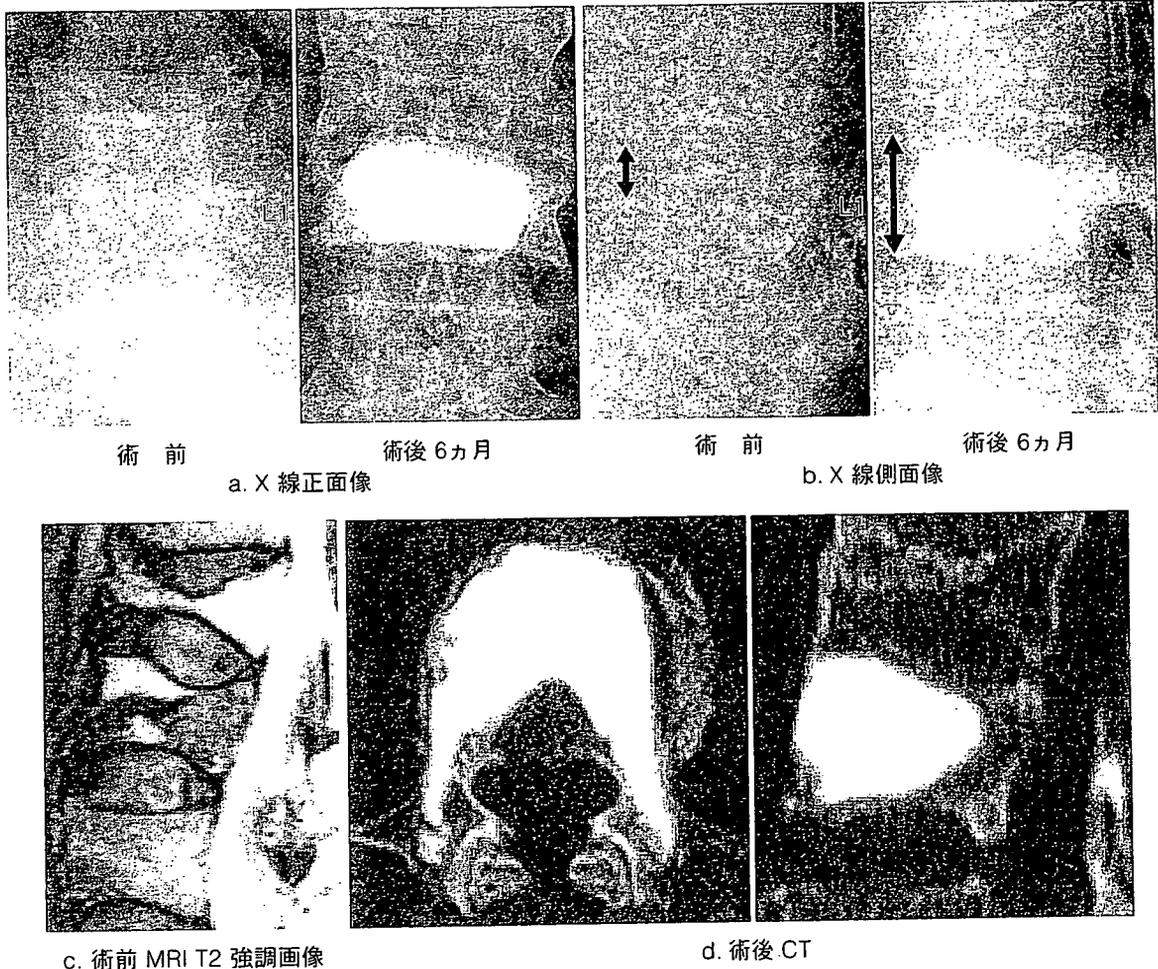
72歳. L1偽関節に対するbiportal CPC VP. 術前VAS 83/100 mmの腰痛が術後速やかに消失した. 術後CTでは骨腔内のCPC充填は良好であり, fragmentationは認められなかった. 術後6ヵ月時のX線像でも良好な整復位が矯正損失なく維持されている.
